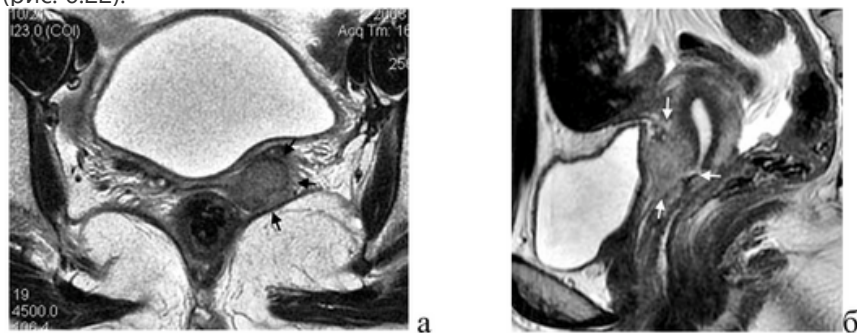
Магнитно-резонансные томограммы органов малого таза у больных с центральными рецидивами рака матки: а — T2 взвешенное изображение в аксиальной проекции, стрелками указан рецидив в культе влагалища; б — T2 взвешенное изображение в сагиттальной плоскости, стрелками указан рецидив во влагалищно-маточном анастомозе
